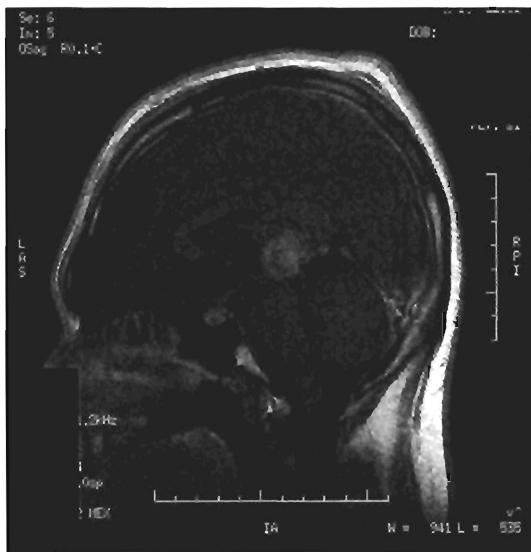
Preoperative T1-weighted MR image showing Gd-enhancement tumor on pineal lesion.
